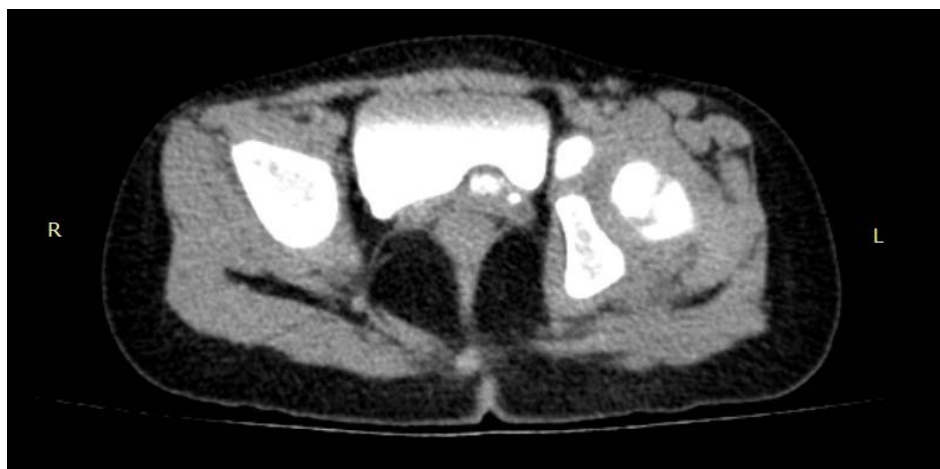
СКТ: образование в стенке мочевого пузыря
